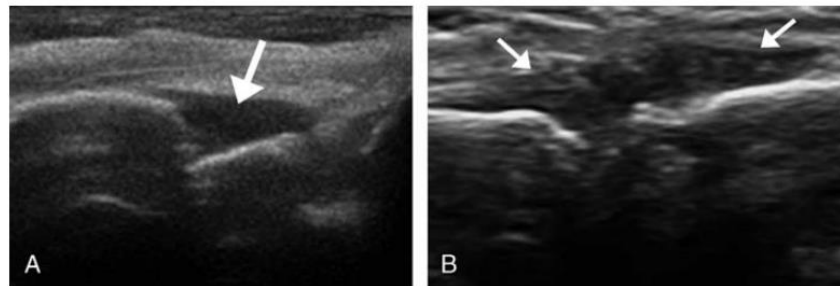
A, Ultrasonographic example of mild synovial hypertrophy in the third metacarpophalangeal joint (arrow). B, Ultrasonographic example of extensive synovial hypertrophy in the second MCP joint (arrows).
